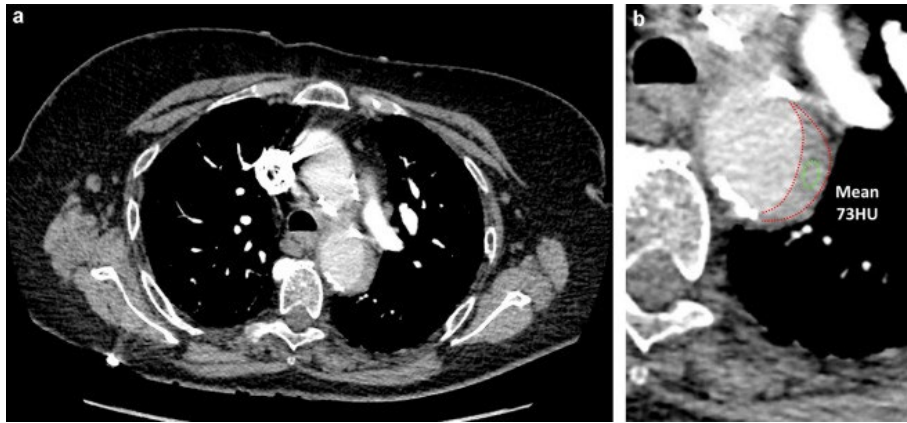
Angio-TDM d'une femme de 63 ans montrant un hématome intramural de la crosse aortique (a, zoom en b).
